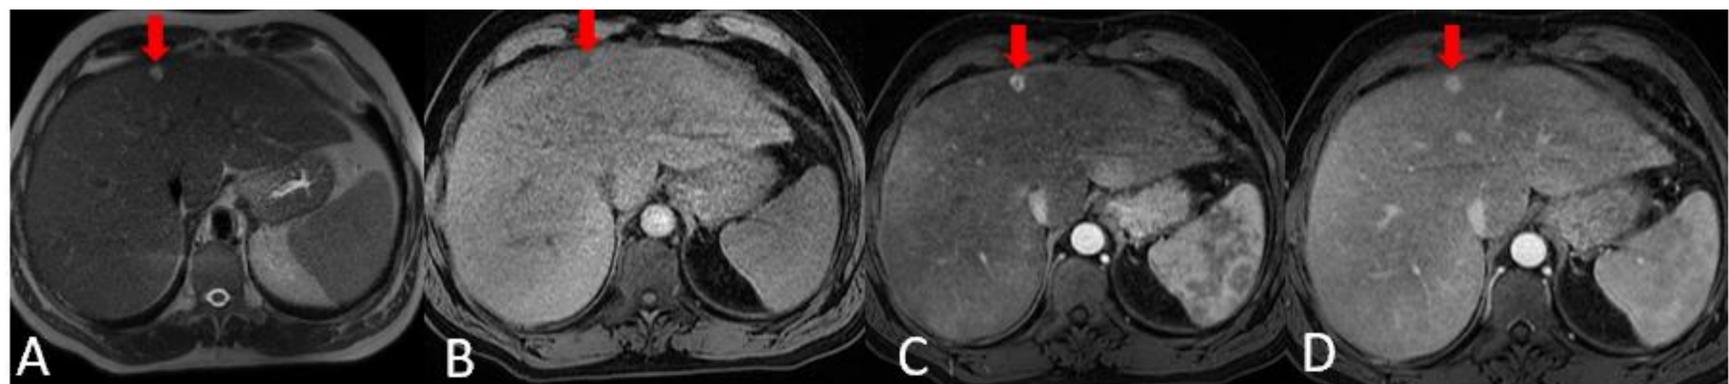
RM hepática con administración de contraste extracelular. Lesión focal de pequeño tamaño en SIVa. Se aprecia una lesión hiperintensa en secuencia T2 (A) e hipointensa en secuencia T1 en fase (B). En el estudio dinámico (C y D) se observa un realce prácticamente completo de la lesión en fase arterial, con un realce completo en fase portal, compatible con hemangioma con patrón de llenado tipo I (flash filling).
